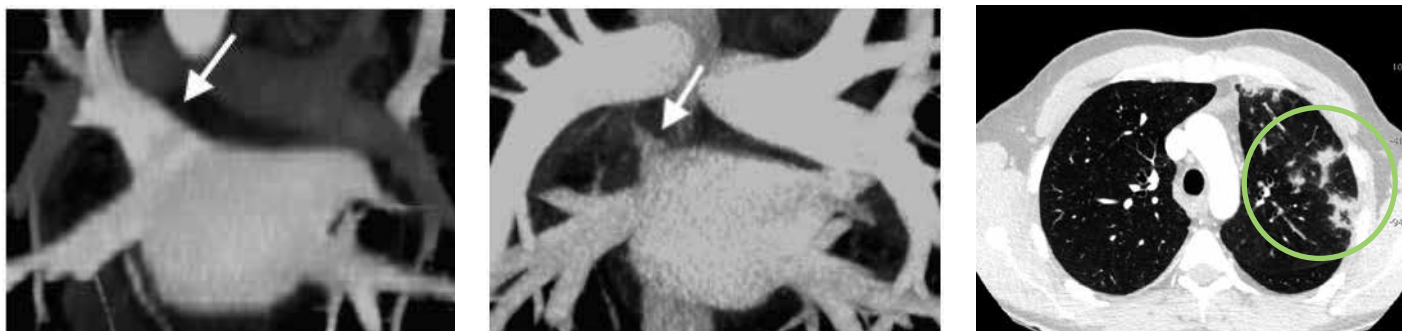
МСКТ левого предсердия. Мультипланарная реконструкция:
